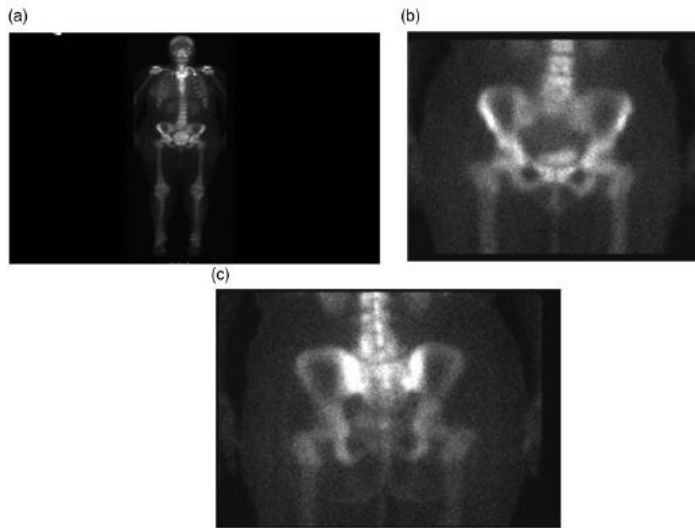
Gammagrafía ósea normal. Actividad de FDG en sacro izquierdo y en arco costal posterior derecho sin lesión en TC. Fuente: FDG avid breast cancer bone metastases silent on CT and scintigraphy: a case report with radiologic-pathologic correlation. Jeong D1, Bui M2,3, Peterson D3, Montilla-Soler J1, Gage KL1. Acta Radiol Open. 2017 Oct 6;6(10):2058460117734243
